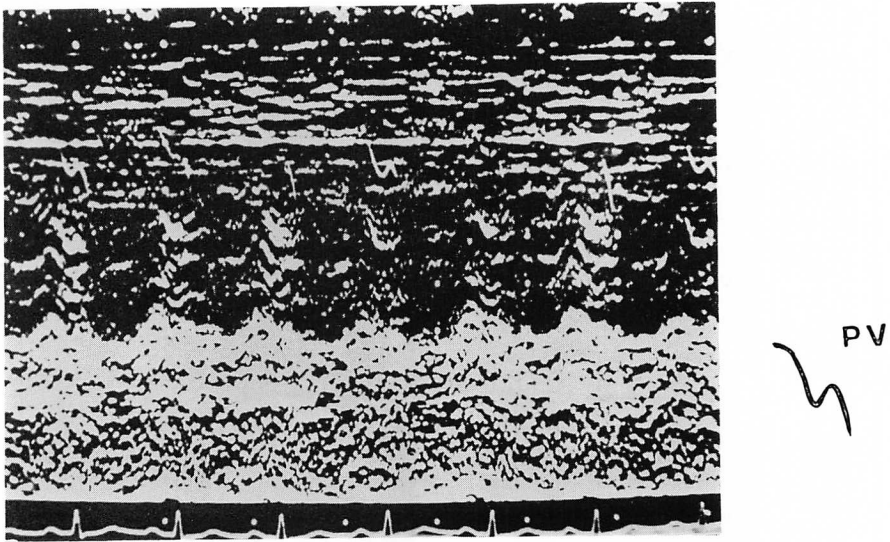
Echocardiogram of the pulmonic valve in Case 1 showing the deep "a" dip.
